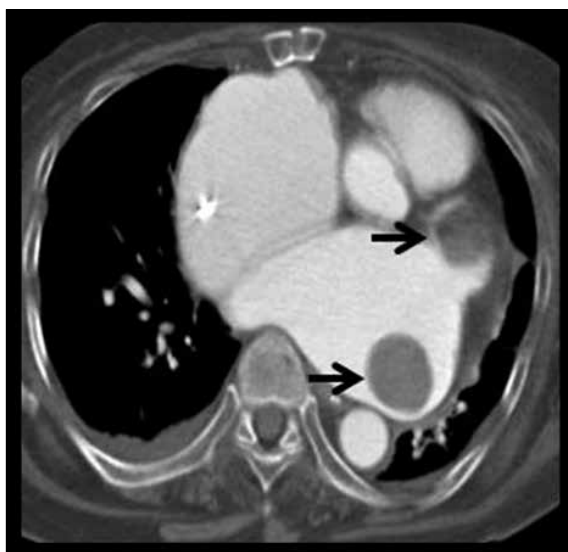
(A) Computed tomography (CT) scan of the heart showing free-floating thrombus with contrast (left panel, arrow). Because the ball thrombus was moving in the left atrium, it looked blurred by CT scan. The same thrombus detected by CT scan without contrast (right panel, arrow) showing its change of position in the left atrium. (B) Transthoracic echocardiography (TTE) showing that the ball thrombus (arrow) was moving freely.
